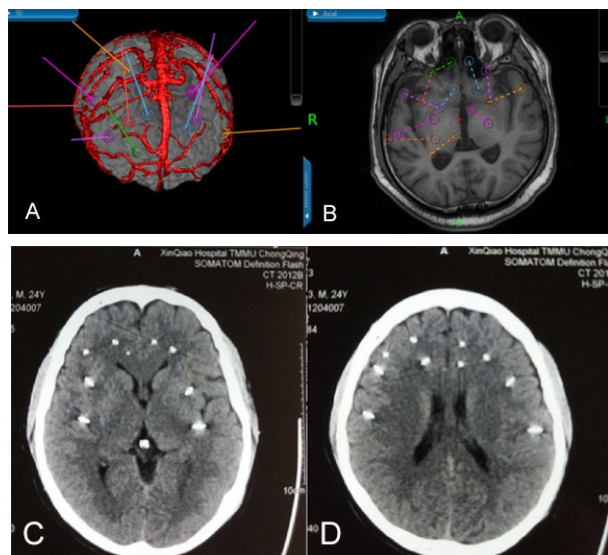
药物难治性额叶癫痫立体定向电极置入术前后影像 A、B. 大脑半球三维重建后设计的电极入路点及靶点;C、D. 电极置入后复查头颅CT
